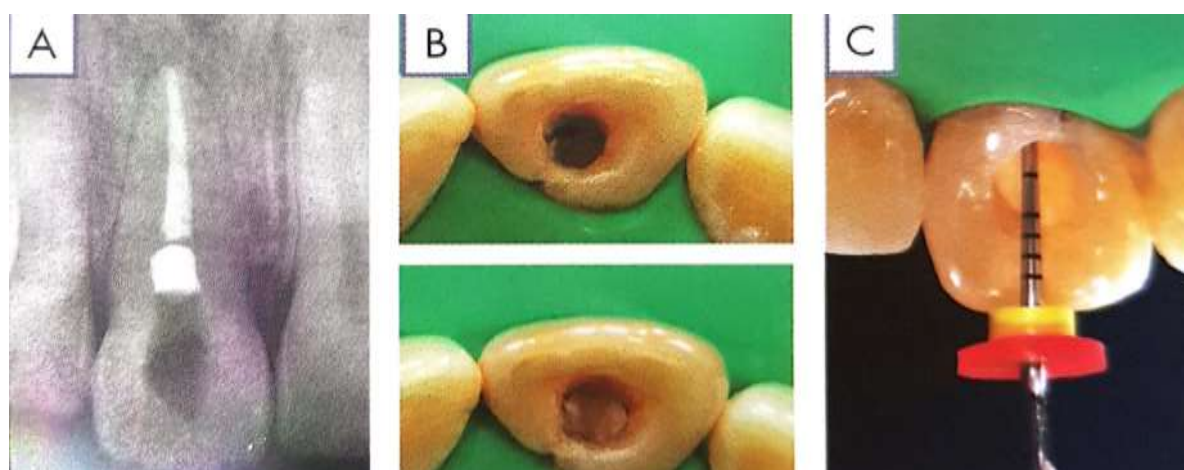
A. Radiografia após selamento cervical. B. Vista incisal da abertura e desobstrução do conduto. C. Vista incisal da abertura após selamento cervical biomecânico. (BARATIERI, et al - 2017).
